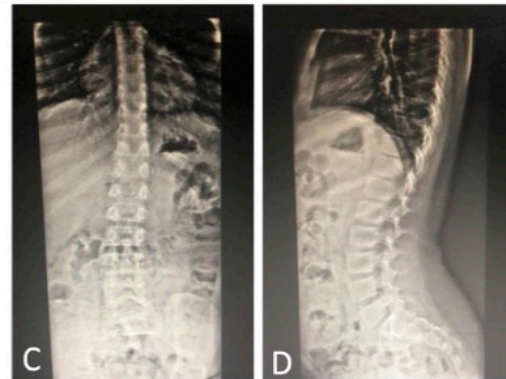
Radiografías de columna. C- AP de columna, con evidencia de escoliosis dorso-lumbar. D-Lateral de columna con evidencia de hiperlorsis lumbo-sacra.
